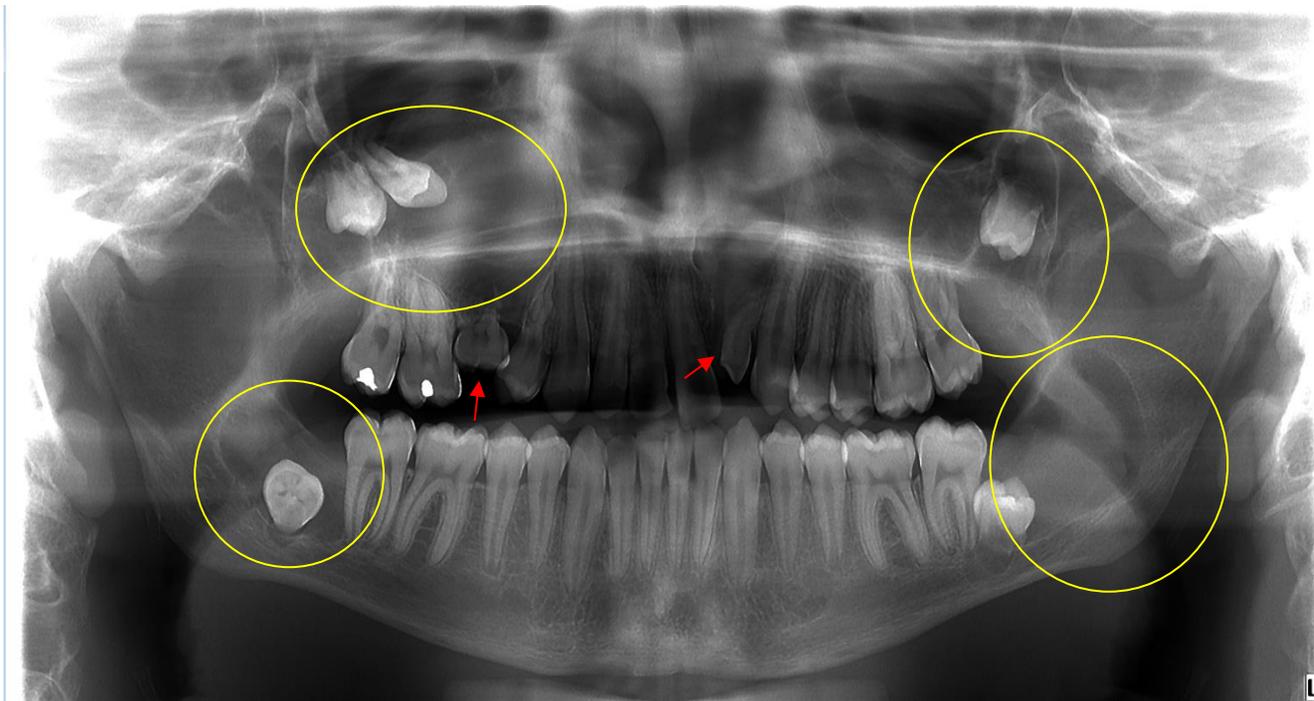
A Radiografía panorámica año 2017 B ConeBeam año 2018, flechas rojas dientes incluidos, flechas amarillas dientes microdontes y flechas verdes diente primario persistente. C Corte axial CB, en amarillo QO en relación a diente 4.7, en rojo QO en relación a dientes 3.6 y 3.7 D Corte axial CB, QO en relación a corona diente 3.3 E Corte coronal CB, QO en relación a diente 1.3 F Corte axial CB, en amarillo QO lado derecho, en relación a raíz de diente 1.6; en rojo se observa QO tuberosidad maxilar lado izquierdo.
